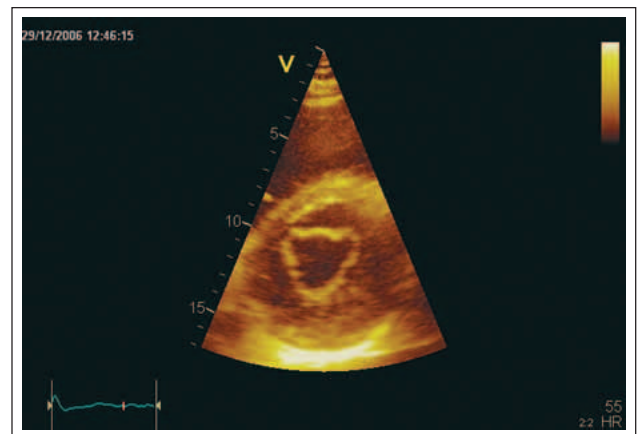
Parasternaler Querschnitt (Mitralklappe): Es liegt ein sogenanntes „cleft posterior mitral valve leaflet“ vor. Die Mitralklappe erscheint durch die Spaltbildung im posterioren Segel dreizipfelig.
